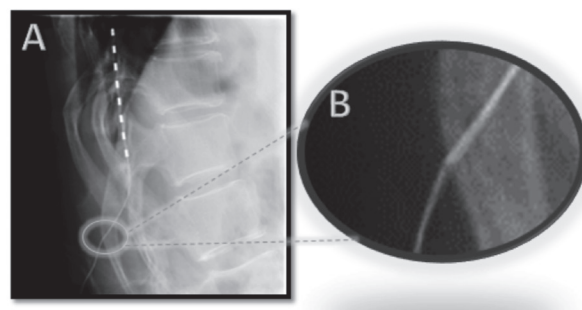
Radiografía de columna torácica en proyección lateral. Fractura del cable de EP.
